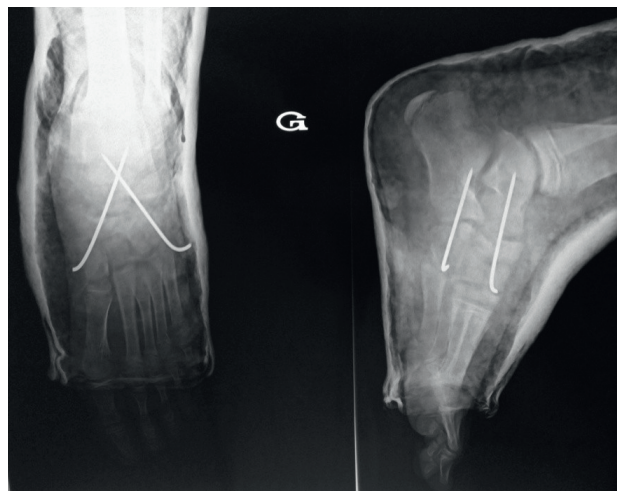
Radiographie de face (A) et profil (B) post opératoire montrant la fixation de la réduction par deux broches, une calcanéo-cuboïdienne et l'autre talo-naviculaire.
